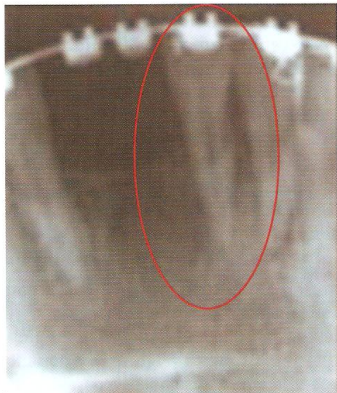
Radiografía periapical de órgano dentario 31 donde se observa ensanchamiento del espacio del ligamento periodontal y pérdida ósea horizontal de 4 mm a nivel de la cresta ósea alveolar mesial y 2 mm a nivel de la cresta ósea alveolar distal.
